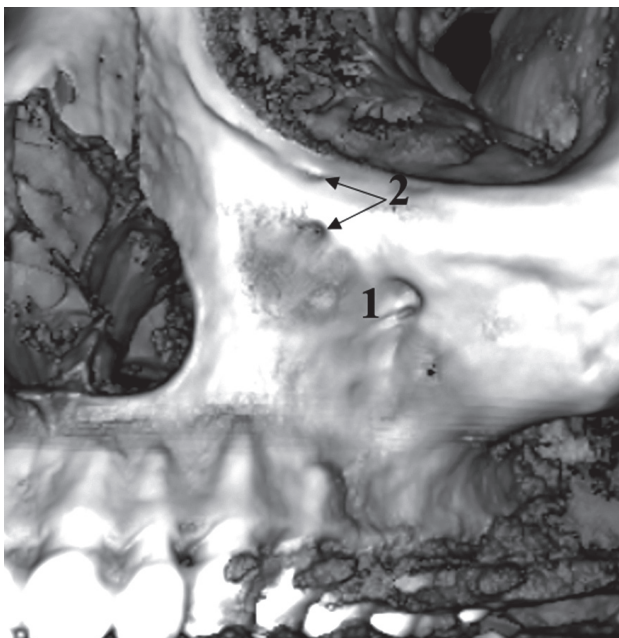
Пациент М., 29 лет. Основное (1) и добавочные (2) подглазничные отверстия. Конусно-лучевая компьютерная томография (КЛКТ), объемный рендеринг
